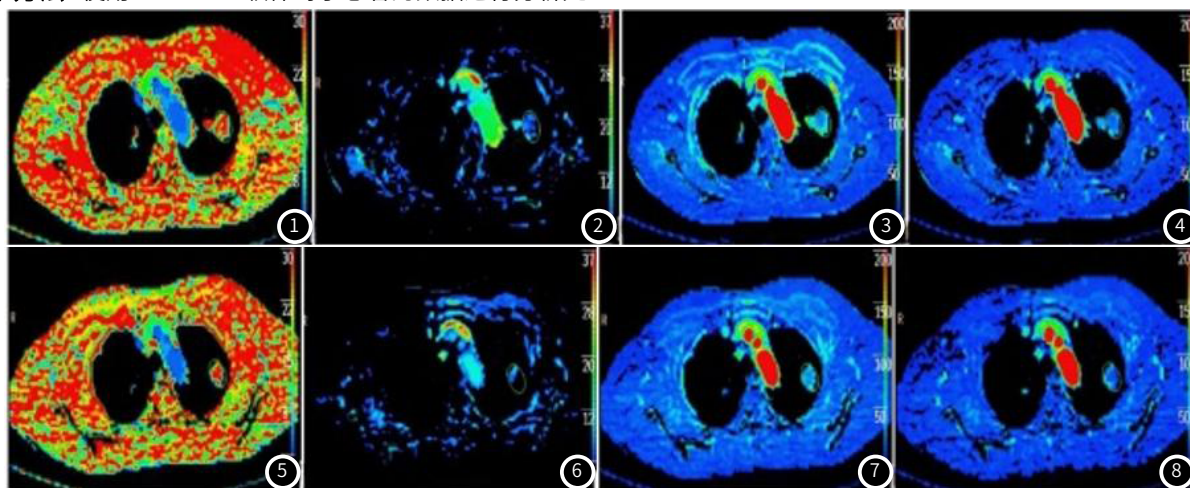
~图8 治疗前后肿瘤最大截面CT灌注图。治疗前TTP为16.89s(图1), BV为4.62mL/100g(图2), PEI为37.99HU(图3), BF为20.97mL/(min·100mL)(图4);治疗后TTP为22.97s(图5), BV为3.72mL/100g(图6), PEI为30.85HU(图7), BF为15.86mL/(min·100mL)(图8)。
